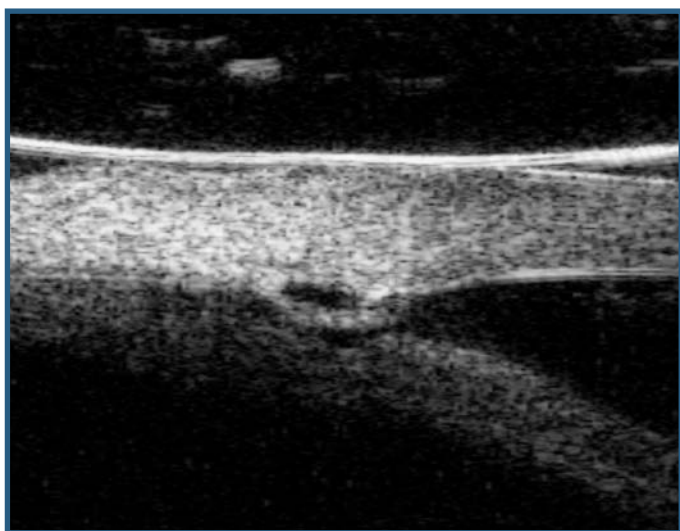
Ecografia intraoperatoria, si apprezza la distensione del canale di Schlemm e del trabecolato
